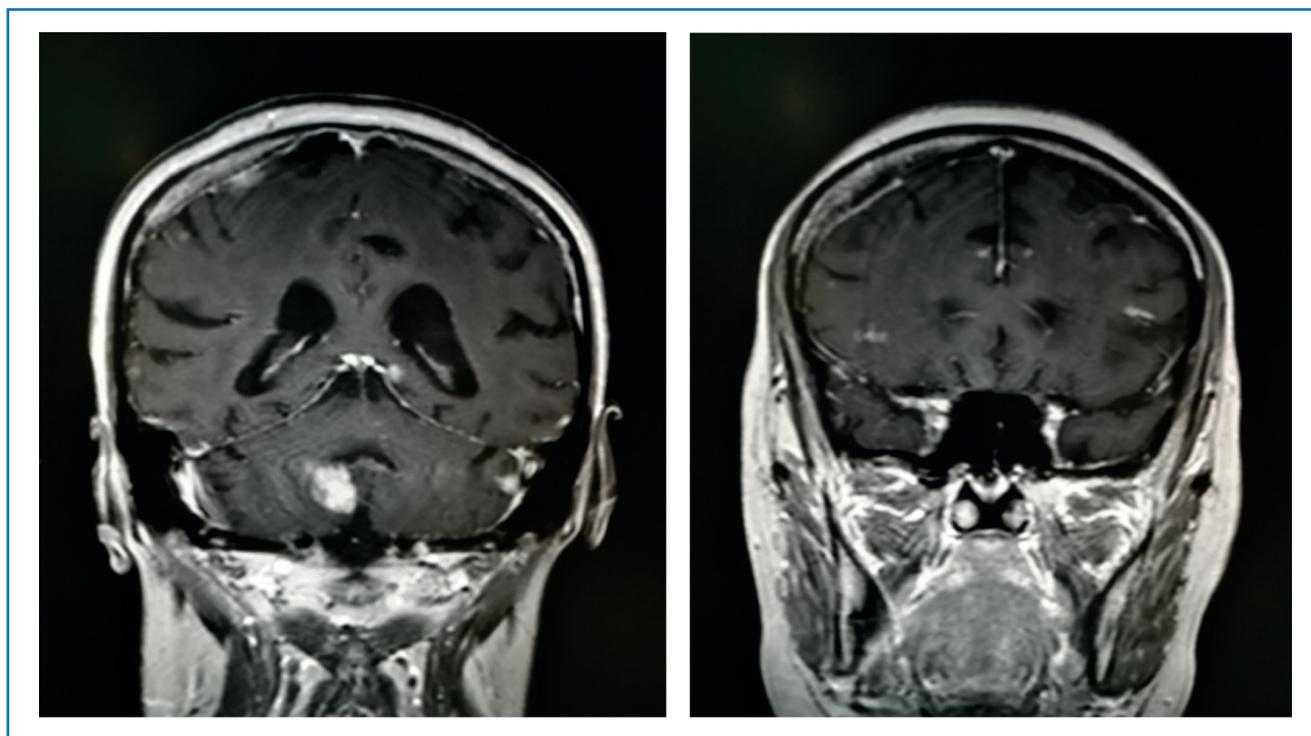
Risonanza magnetica (RM) dell’encefalo prima del trattamento con lapatinib + capecitabina iniziato a maggio 2016.
